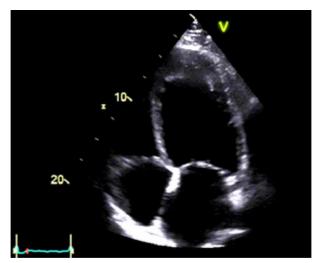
Ecocardiografia transtorácica.
